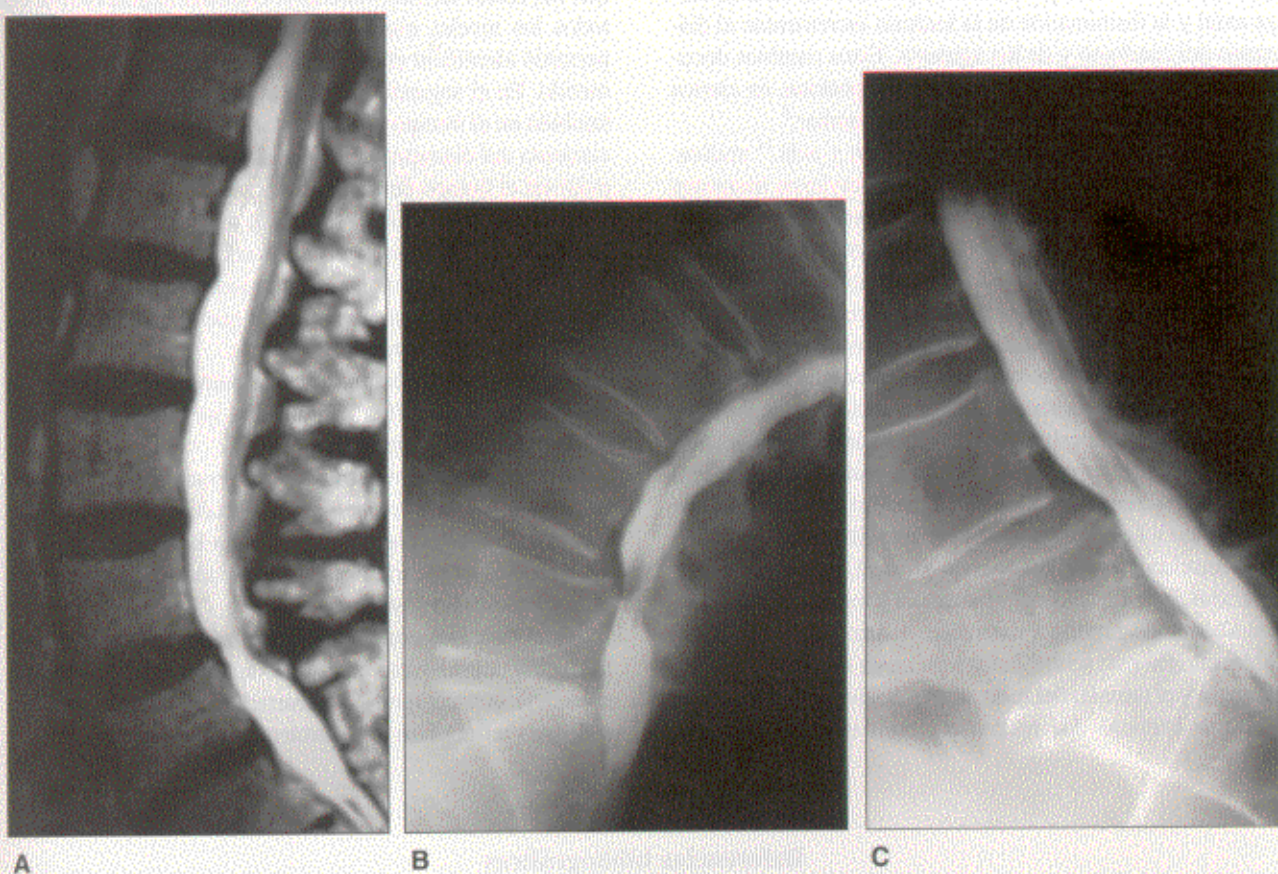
Paciente mujer de 63 años que consultó por lumbociática bilateral de 6 meses de evolución. A. Proyección sagital de RM que muestra listesis LIV-LV mínima sin compromiso significativo del conducto. B y C. La radiculografía dinámica evidencia una inestabilidad franca con bloqueo del pasaje de líquido de contraste en máxima extensión.
